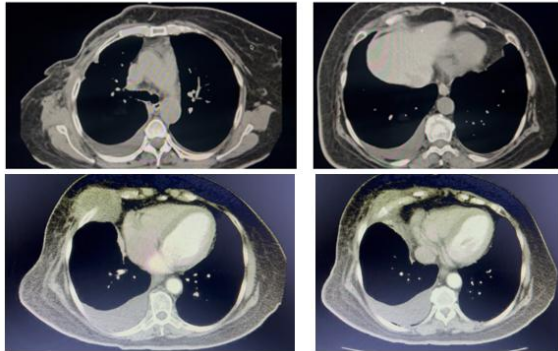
Tomografía Computada de tórax, cortes axiales, masa hipodensa y derrame pleural, imágenes propias.
